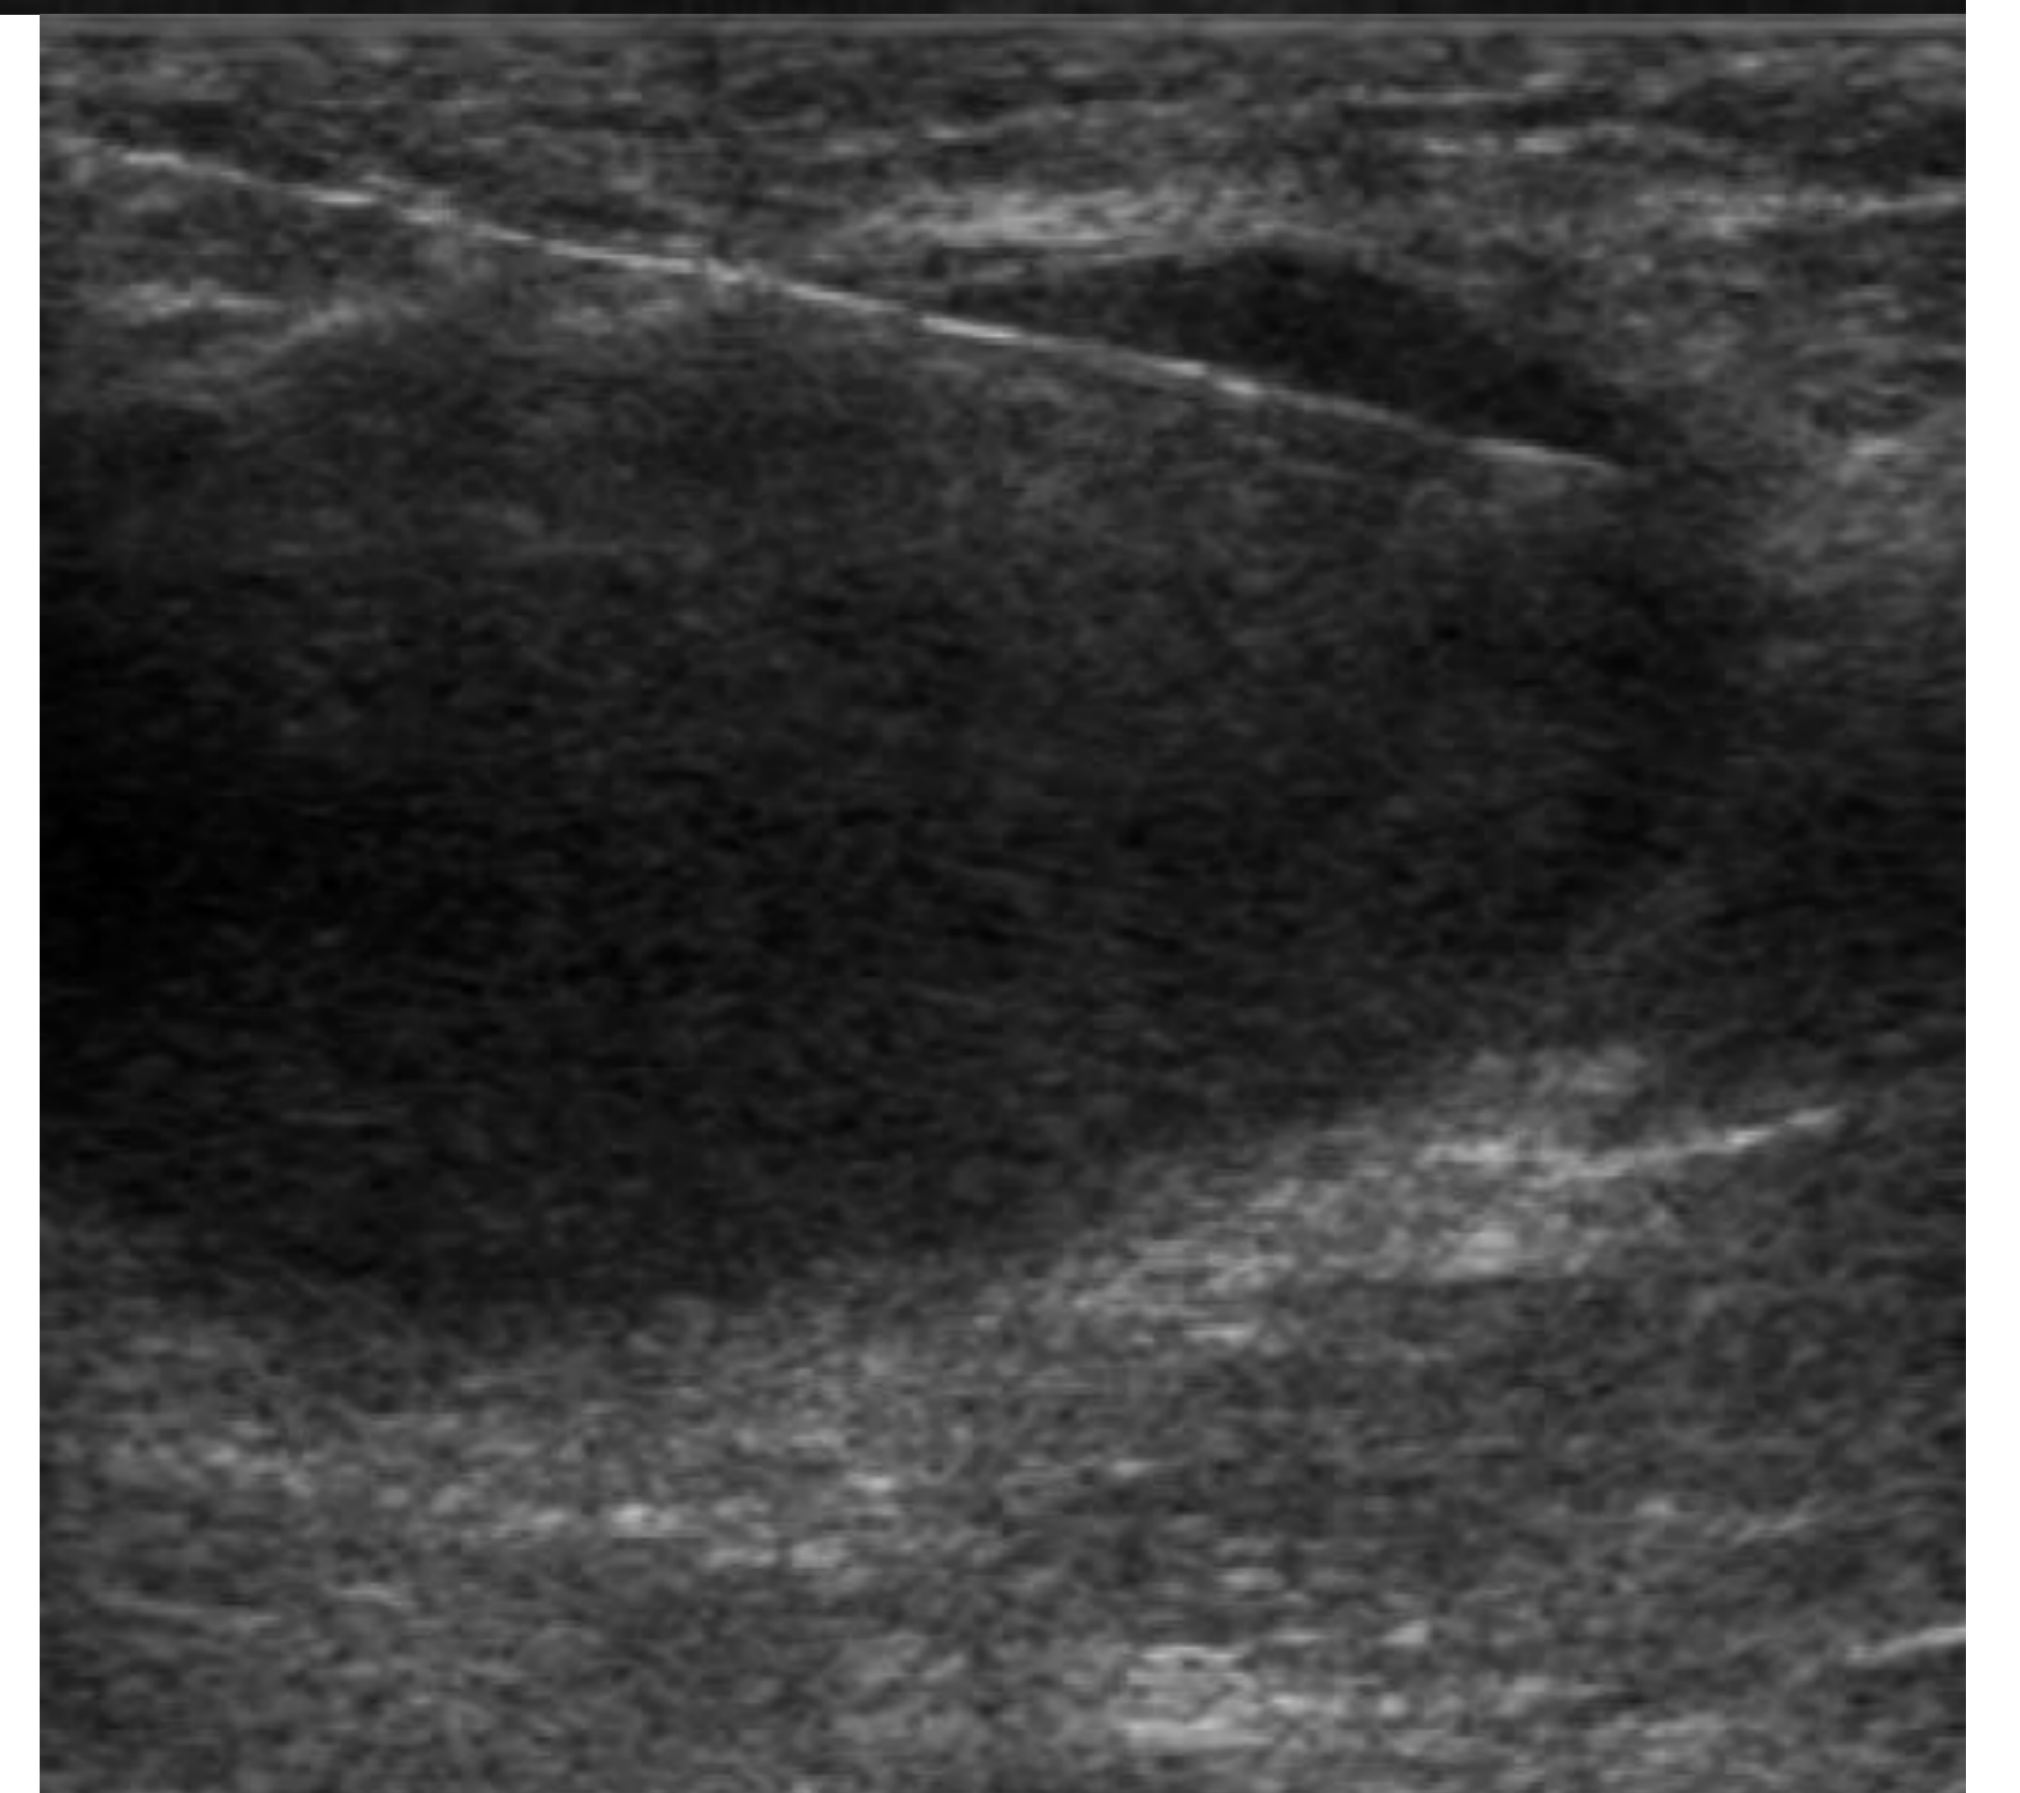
Biopsia guiada por ecografía con aguja gruesa 14 G con técnica “2 tiempos”, se visualiza la aguja en el ganglio.
